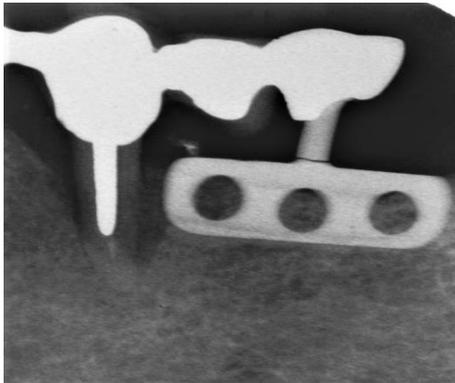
Röntgenkontrolle von Oktober 2005, Implantatpfostenbruch regio 36
